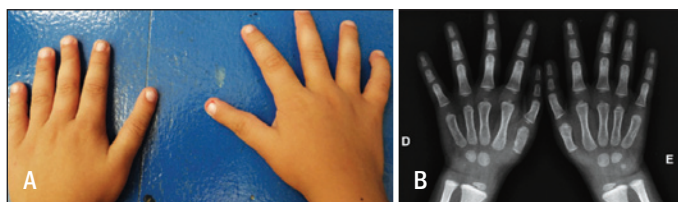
Aspecto clínico (A) e radiografia (B) das mãos, mostrando polegares trifalângicos.
